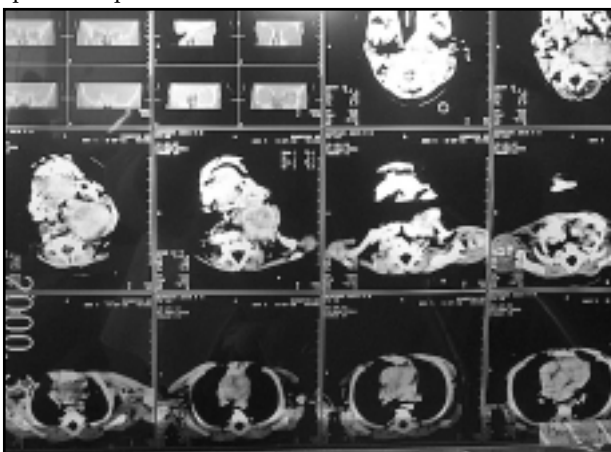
(TAC de cuello, donde se observa masa que comprime tráquea).
